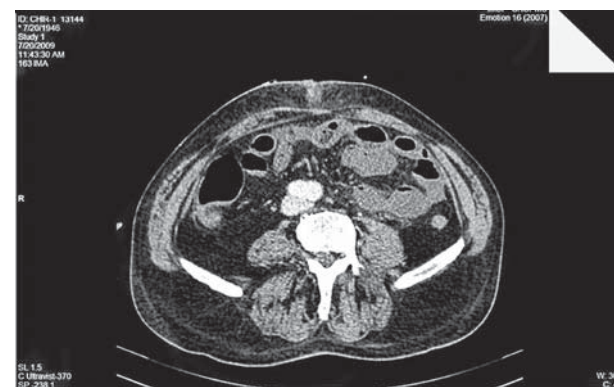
TC nativ: subțierea peretelui intestinal.
